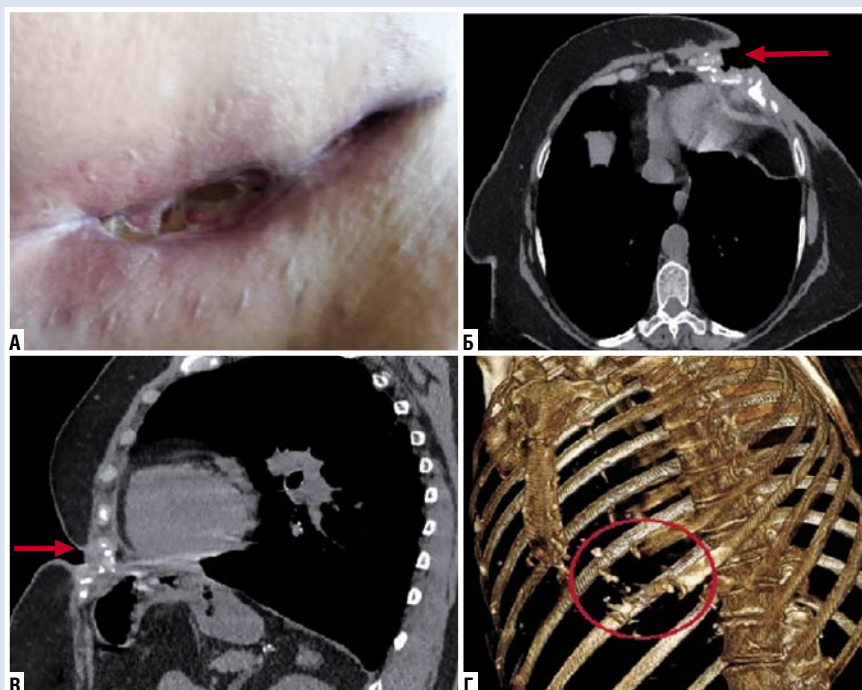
Клиническое наблюдение П., 73 года. А – локальный статус раны передней брюшной стенки; Б – аксиальный срез КТ, стрелкой указана зона раневого дефекта и поражения костных структур; В – сагитальный срез КТ, стрелкой указан патологический процесс; Г – компьютерная 3D модель.
